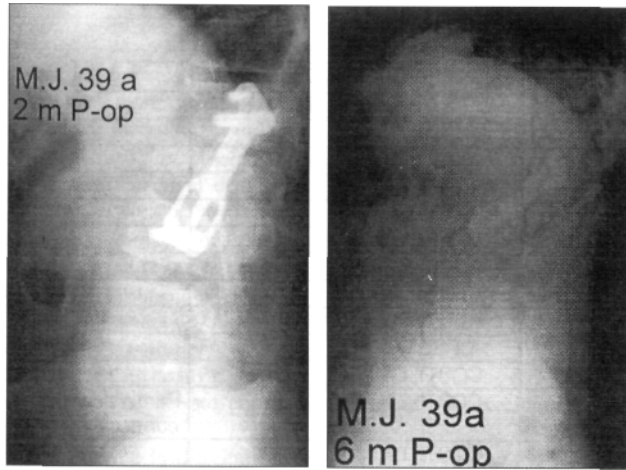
Radiografías posoperatorias a 2 y 6 meses respectivamente en las que se observa una pérdida de corrección con cifosis residual de 20°.
